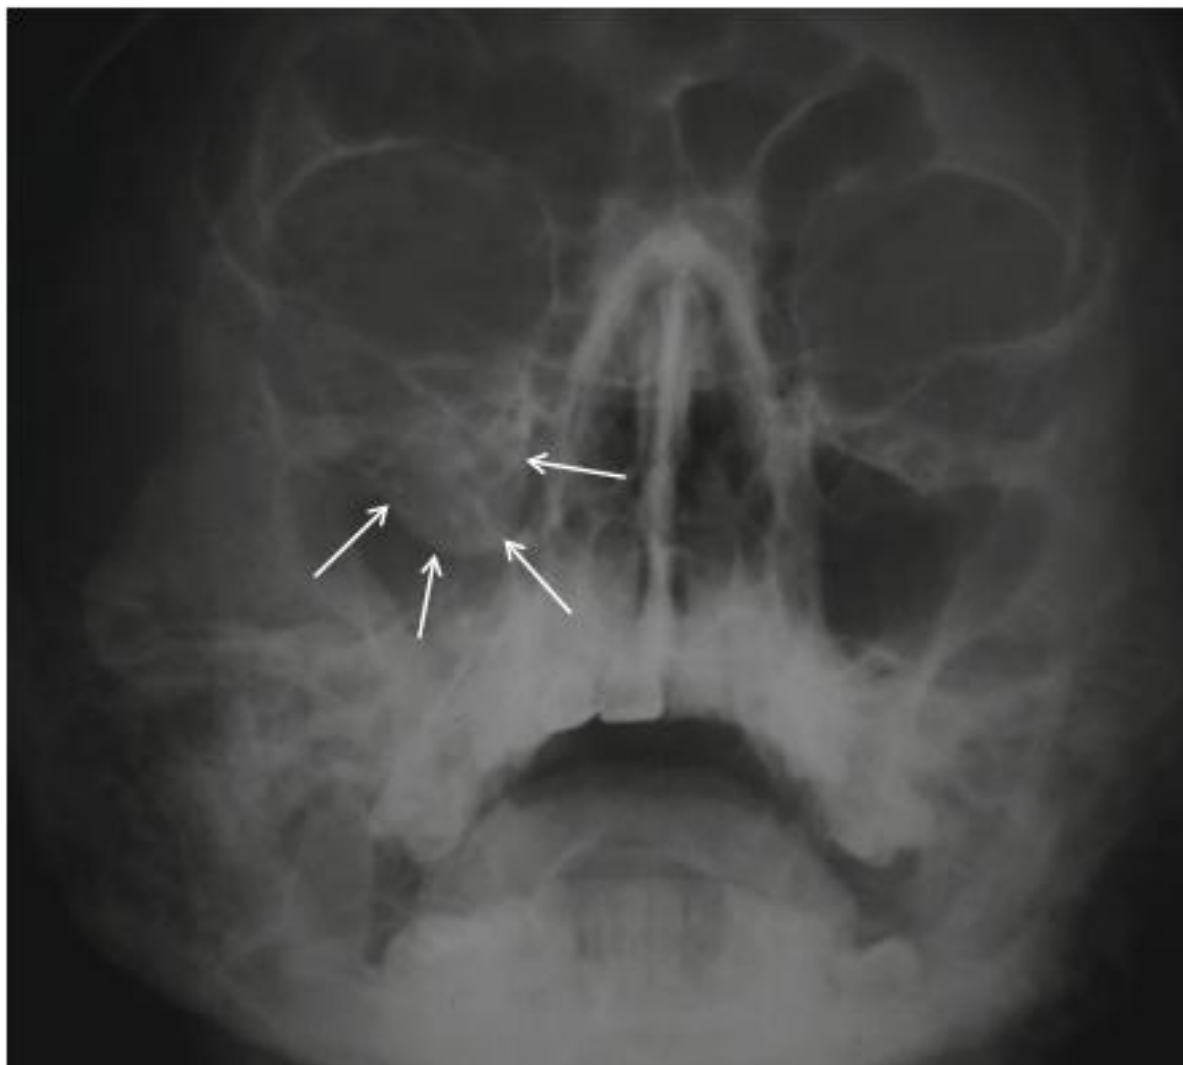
[145] : radiographie standard montrant une image « en goutte » compatible avec un contenu orbital prolabé au cours d'une fracture en Blow out
